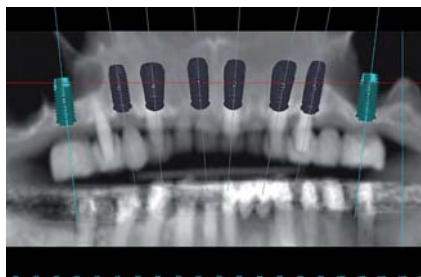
Klinische Ausgangssituation. – Abb. 2: Planung der Implantation im Oberkiefer. – Abb. 3: Auswertung der CT-Daten mit der Planungssoftware.
